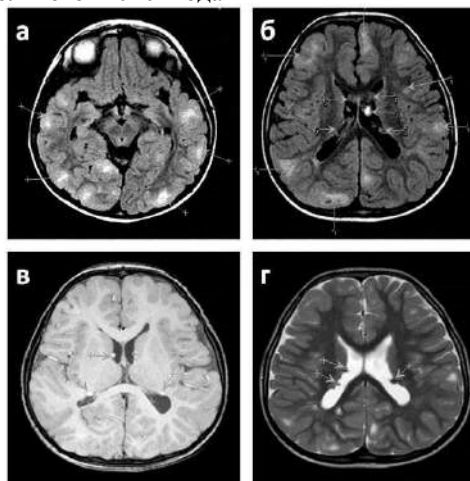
Аксиальные томограммы головного мозга в последовательностях T1, T2, FLAIR, демонстрирующие основные патогномические признаки болезни Бурневилля-Прингла (пояснение в тексте)
